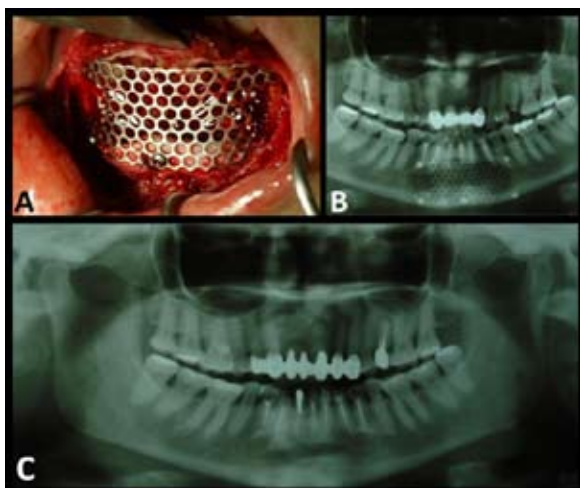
A: Transoperatório com malha de titânio adaptada na região correspondente a cortical vestibular fixada com parafusos; B: Radiografia panorâmica pós-operatória de 07 dias; C: Radiografia panorâmica de acompanhamento após 2 anos sem sinais de recidiva da lesão.
